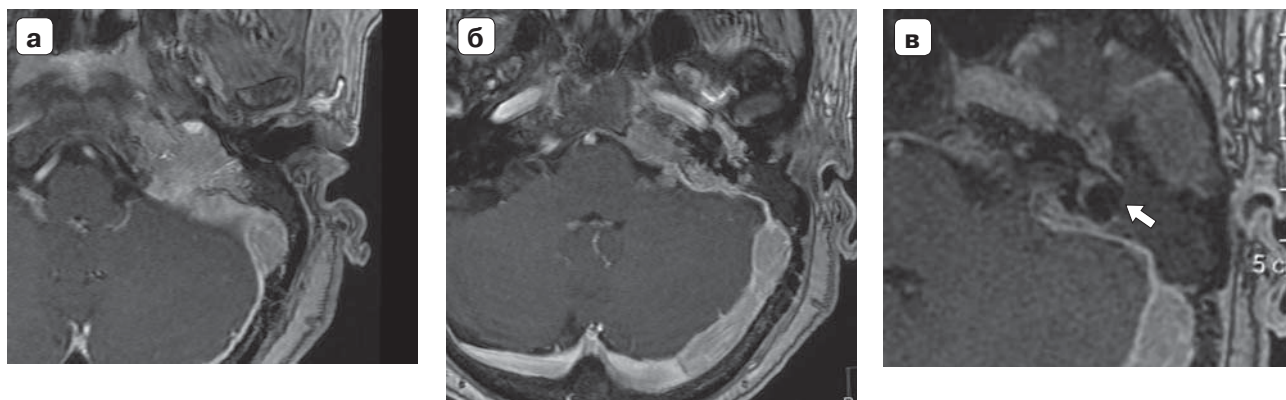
Пациентка С., 52 года. МР-томограммы, аксиальные сканы, постконтрастные Т1ВИ: большая опухоль пирамиды левой височной кости с протяженной инвазией луковицы яремной вены, сигмовидного синуса (а), поперечно-го синуса (б), признаки лабиринтита с повышением МР-сигнала от преддверия и латерального полукружного канала (в, стрелка).
